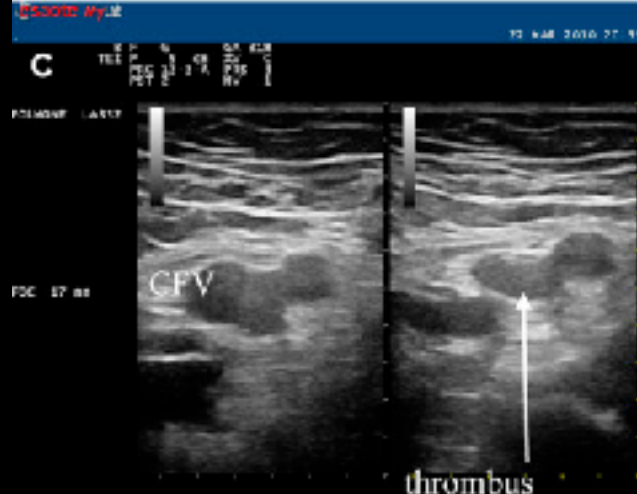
Ultrasound image of the left common femoral vein (CFV) showing a thrombus. The vein is not compressed, and a white arrow points to the echogenic clot.
